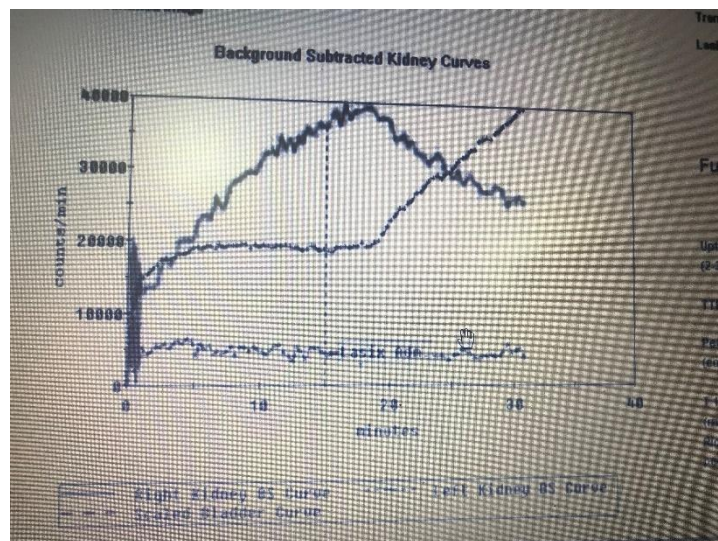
bis : scintigraphie rénale au DTPA :
